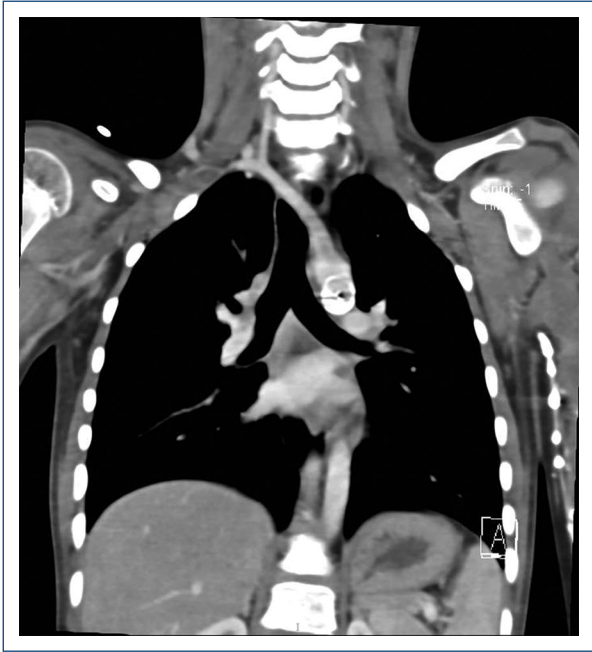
Computed tomography shows a complete vascular ring due to an aberrant right subclavian artery and left aortic arch.
